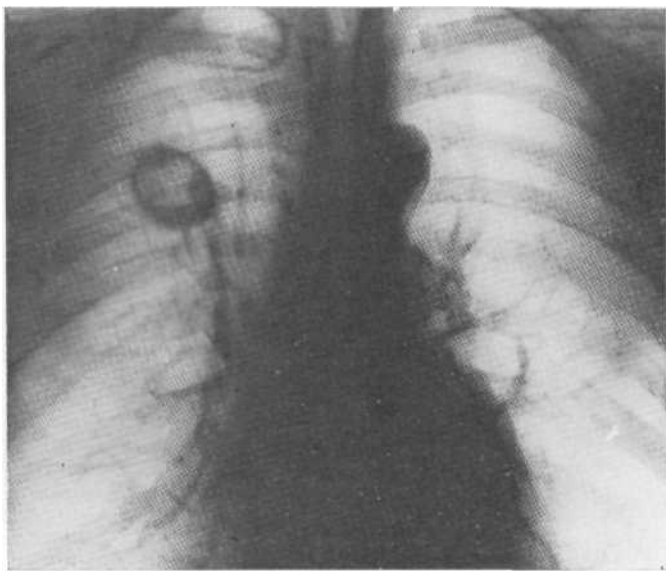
Рентгенограмма в прямой проекции. Периферический рак верхней доли правого легкого с центральной полостью распада и уровнем жидкости, напоминающий абсцесс легкого. Окружающий фон изменен незначительно, наружные контуры патологической тени довольно четкие. Операция.
